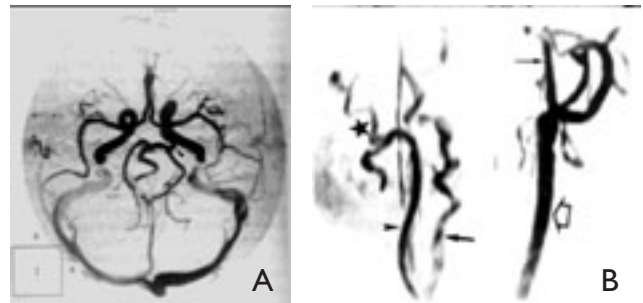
A. Síndrome de Pascual-Castroviejo II. Angio-RM intracraneal mostrando persistencia de la arteria trigeminal primitiva (punta de flecha). B. La angio-RM del cuello muestra la ausencia de la arteria vertebral en el lado izquierdo, mientras que aparece gruesa y tortuosa en el lado derecho (flecha normal). La arteria carótida primitiva aparece muy ensanchada en lado izquierdo (flecha abierta) y da origen a gruesas arterias carótidas externa e interna (flecha fina), mientras que la arteria carótida primitiva derecha es muy fina (punta de flecha) sin que se continúe con la carótida interna y dando origen sólo a la carótida externa (estrella).
